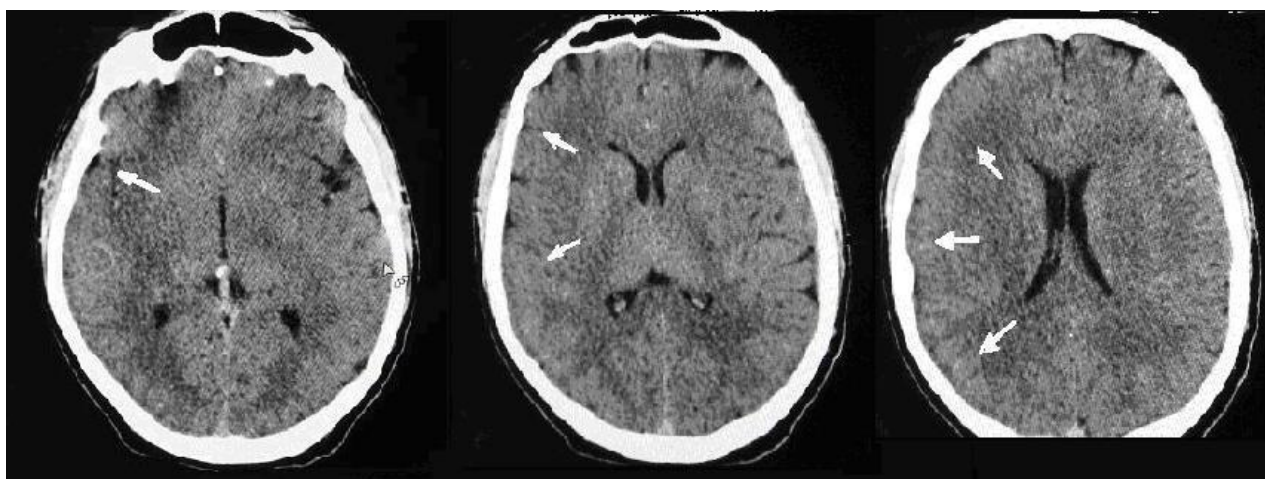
КТ головного мозга. Аксиальная проекция.
